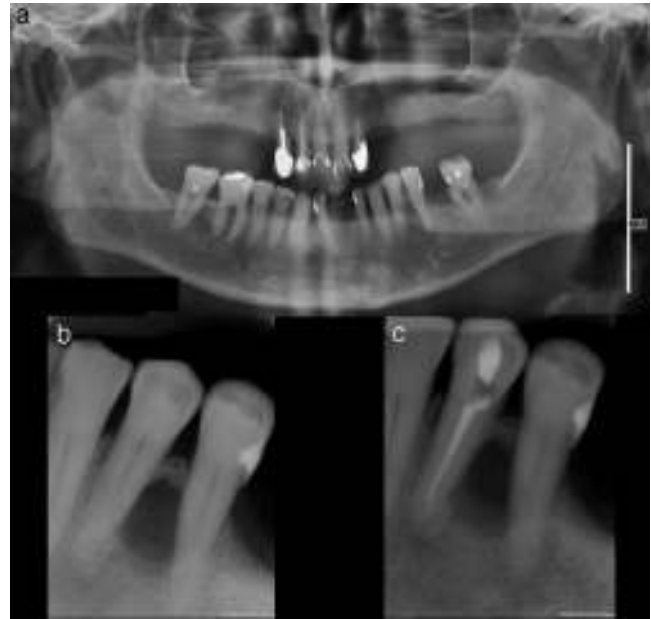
a) Ortopantomografía inicial con lesión radiolúcida entre 3.4 y 3.5; b) radiografía periapical inicial; c) radiografía periapical tras tratamiento endodóncico del 3.4.
